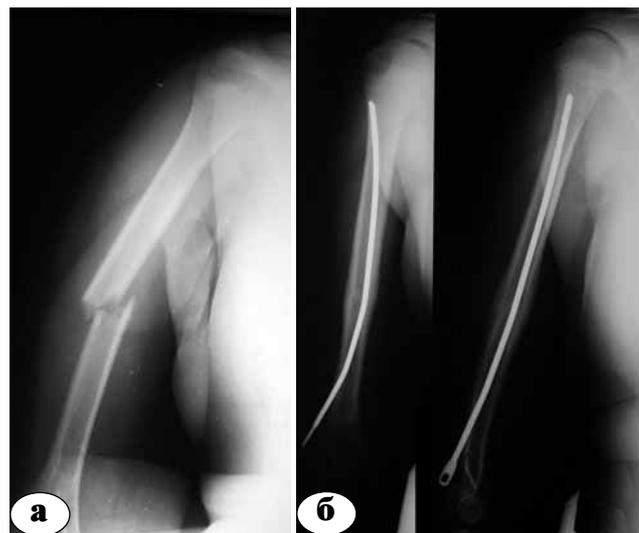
Рентгенограммы больной Б., 11 лет. Диагноз: перелом правого плеча в нижней трети со смещением: а – до операции; б – после закрытого интрамедуллярного остеосинтеза гвоздем Эндера
